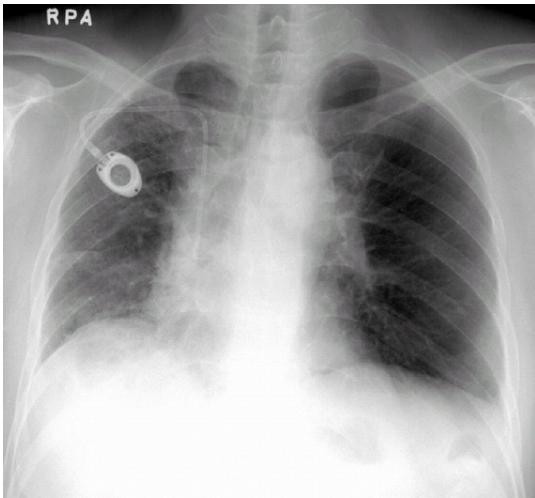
Chest PA after prednisolone treatment. The Chest X-ray shows decreased air space opacity and linear density.
